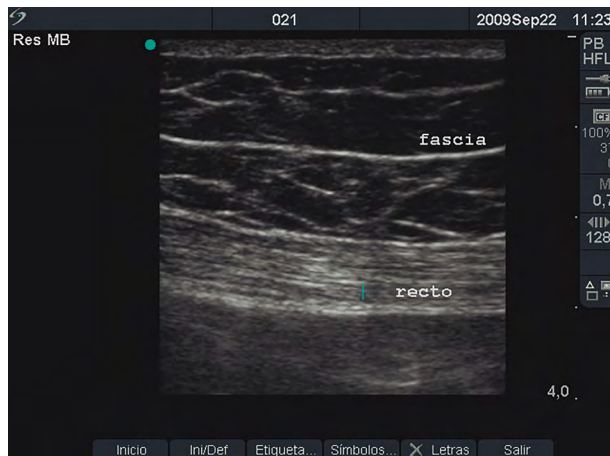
Puede observarse la fascia de Camper separando la grasa superficial (por encima) y esteatomérica (por debajo) en ecografía del pániculo adiposo superficial (abdomen infraumbilical).
